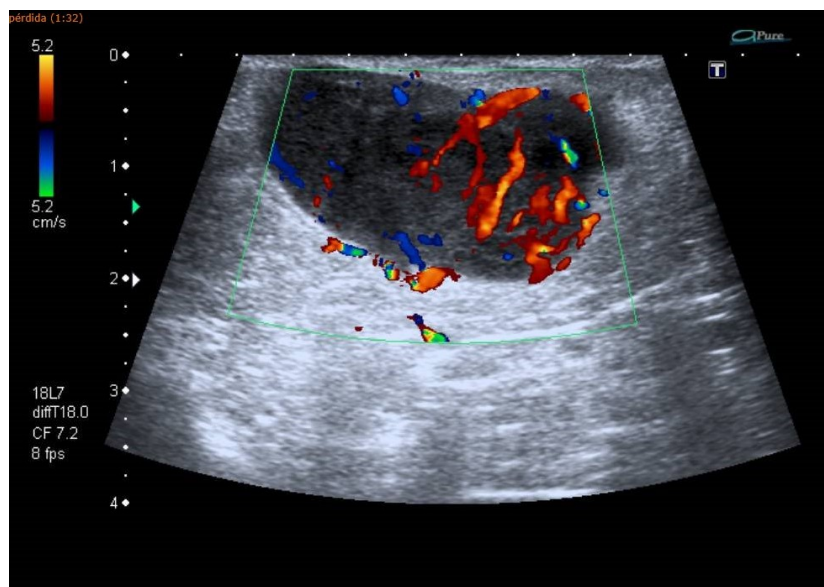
Ecografía de partes blandas. Doppler color que muestra la vascularización de la lesión
